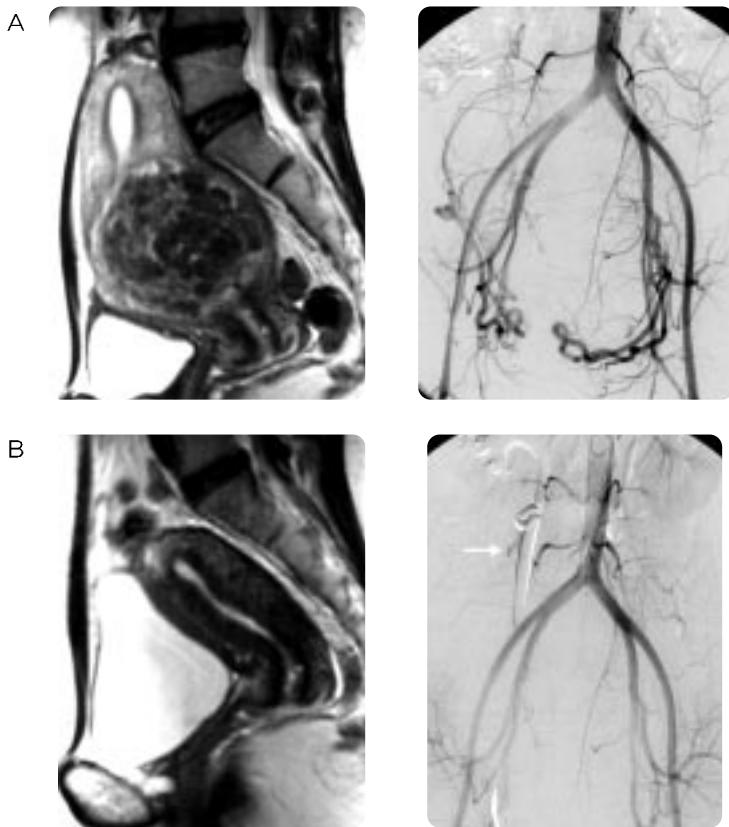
A 41 year-old woman with a submucosal myoma. The T2-weighted sagittal image shows a broad-based submucosal myoma(A). The follow-up MRI 3 months after embolization shows that the myoma has disappeared(B) due to vaginal expulsion of the myoma.
